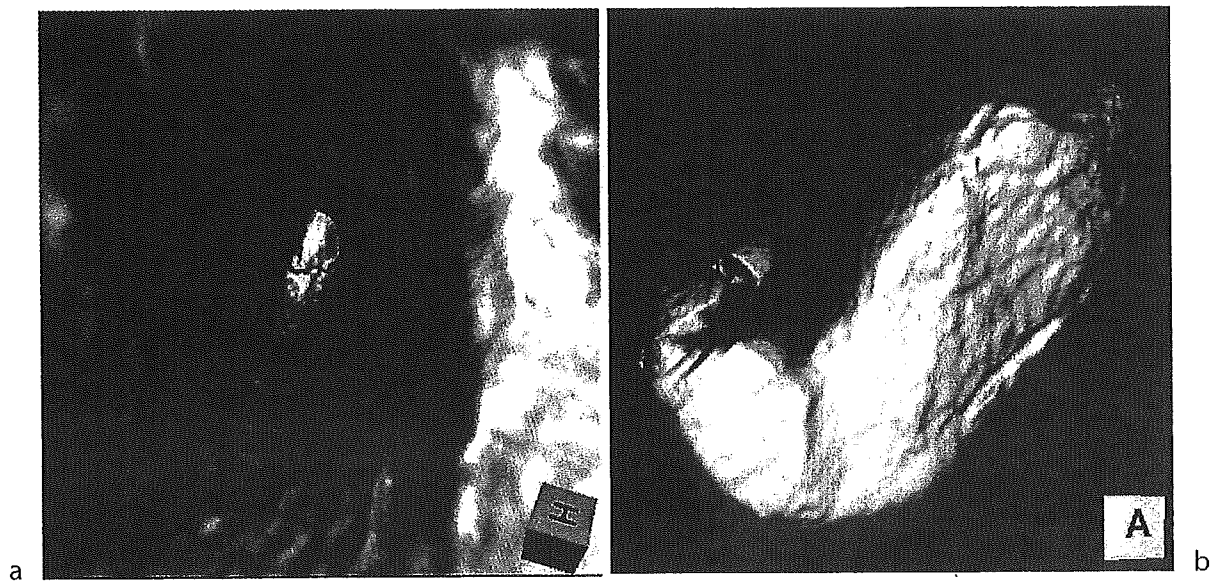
Two imaging modes of multidetector row computed tomography (MDCT) gastrography. a A representative virtual endoscopic view, resembling gastroscopic images. b A representative 3D gas insufflation view, resembling radiographic images
